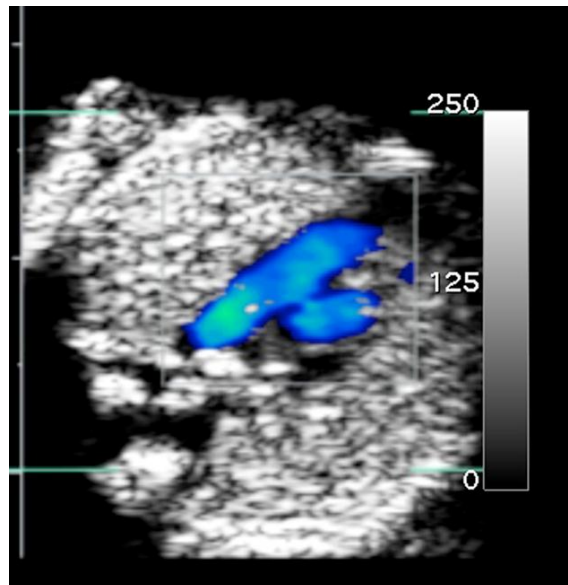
Immagine ecografica di un cuore normale a 12 settimane che evidenzia flusso anterogrado e dimensioni adeguate dell'arco aortico e del dotto arterioso alla loro confluenza (segno della V).
